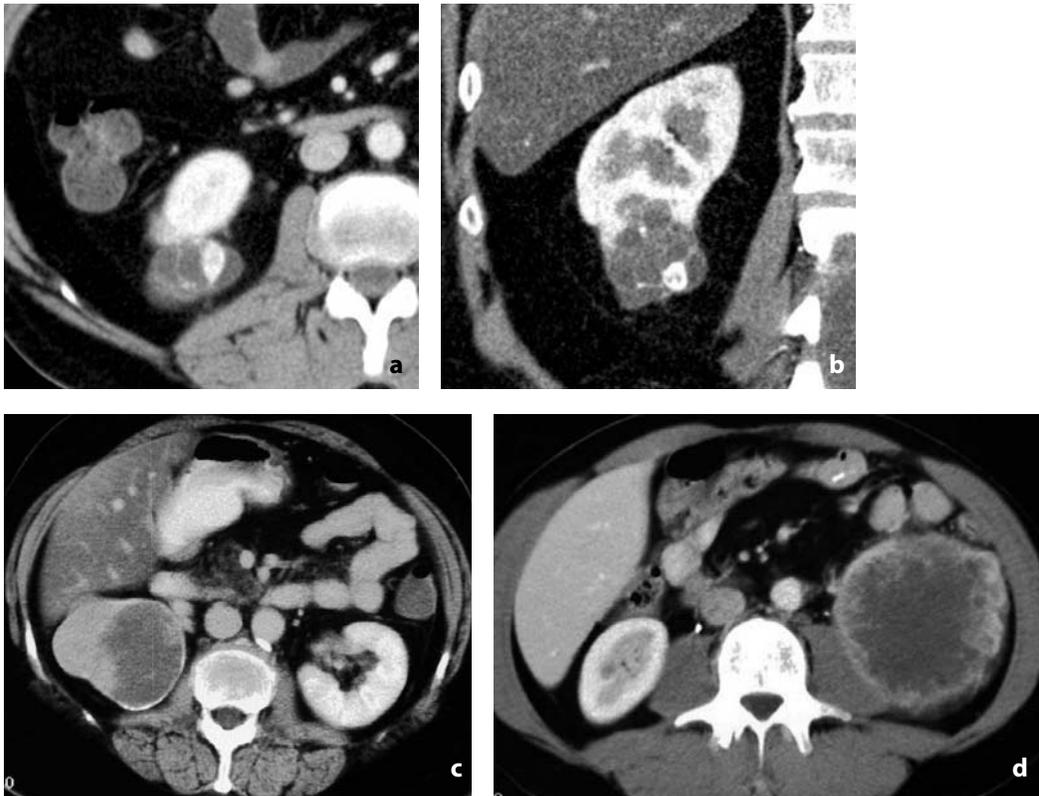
Tomografia computerizzata. Cisti classe IV secondo Bosniak. Nodulo ipervascolarizzato e sepiamenti in lesione cistica del polo inferiore renale destro. a Scansione assiale e b ricostruzione coronale. Diagnosi istologica: carcinoma a cellule chiare. c Formazione cistica del rene destro con gettoni neoplastici che mostrano in fase venosa enhancement analogo a quello dell'adiacente parenchima renale normale. d Formazione cistica del rene sinistro con gettoni solidi iperdensi dopo mdc
